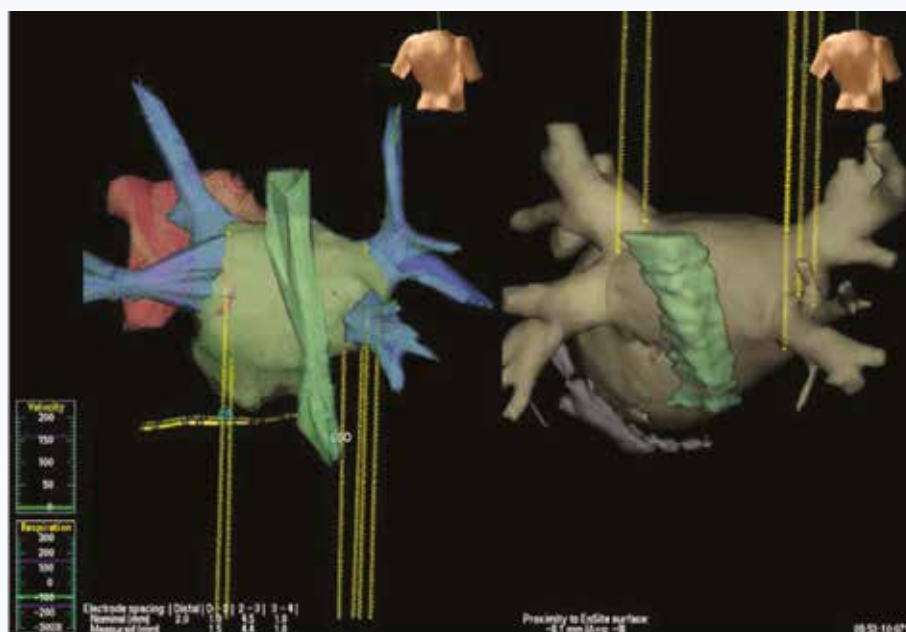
Изображение трехмерной реконструкции (вид сзади), созданное с помощью системы электроанатомического картирования (слева) и компьютерной томографии (справа). Пищевод окрашен в зеленый цвет, желтые линии обозначают опорные точки, используемые в качестве референта для выполнения слияния изображения электроанатомической модели и компьютерно-томографического изображения (переведено согласно F.A. Scazzuso и соавт. [17]).
